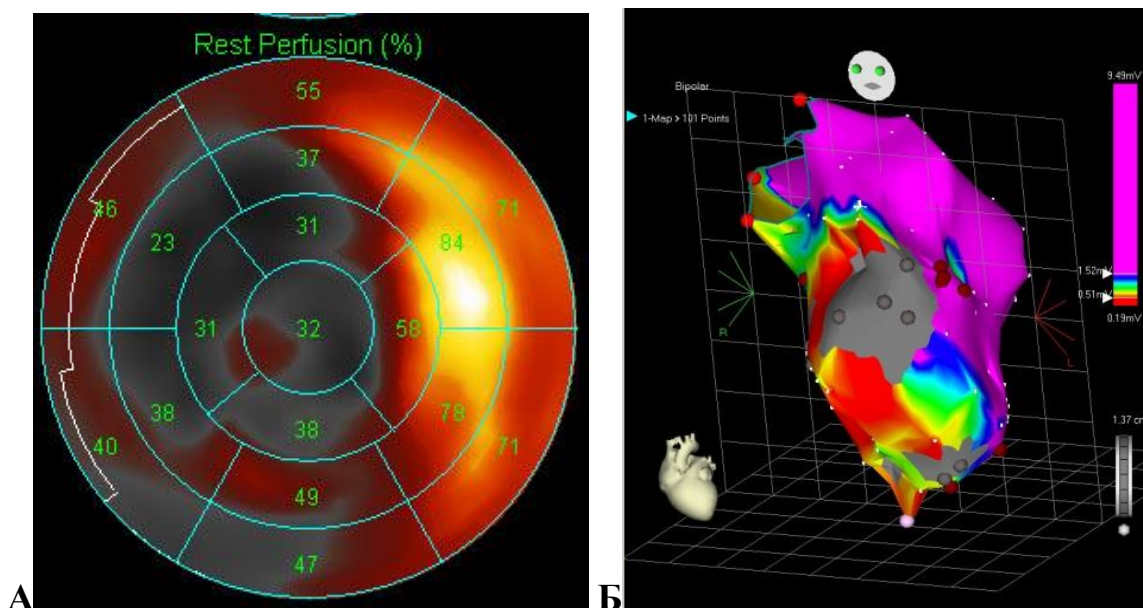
Сопоставление перфузии и электрофизиологии левого желудочка сердца пациента с постинфарктной аневризмой и желудочковой тахикардией: А – сегментарная модель перфузионной однофотонной эмиссионной компьютерной томографии миокарда с ^{99m}Tc -Технетрилом, цифрами указан процент перфузии; Б – электроанатомическая реконструкция внутрисердечного электрофизиологического исследования, цветом обозначены зоны электрического потенциала.
